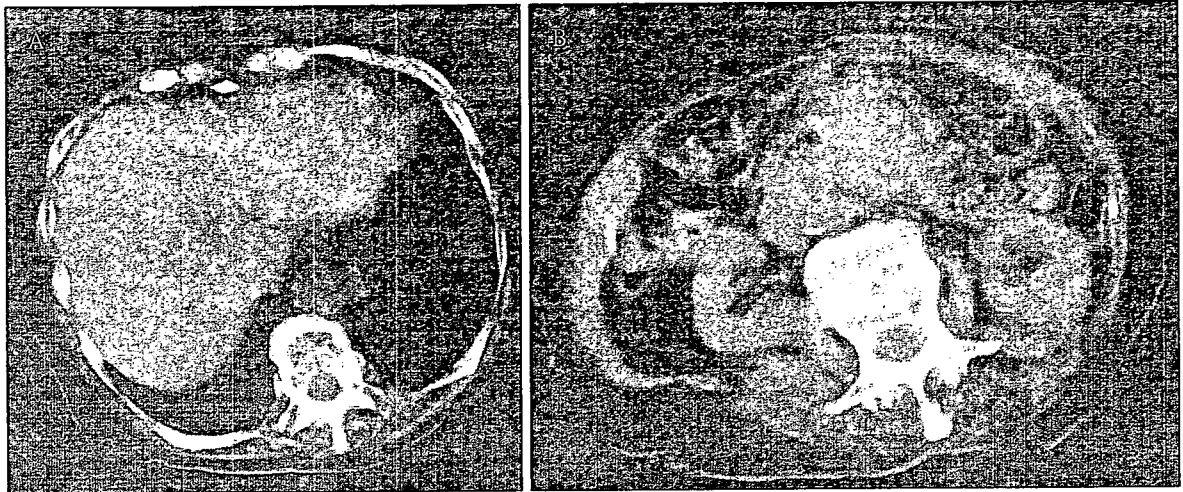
症例 1, 99 歳, 女性。膵頭部癌, 初診時 CT 像
